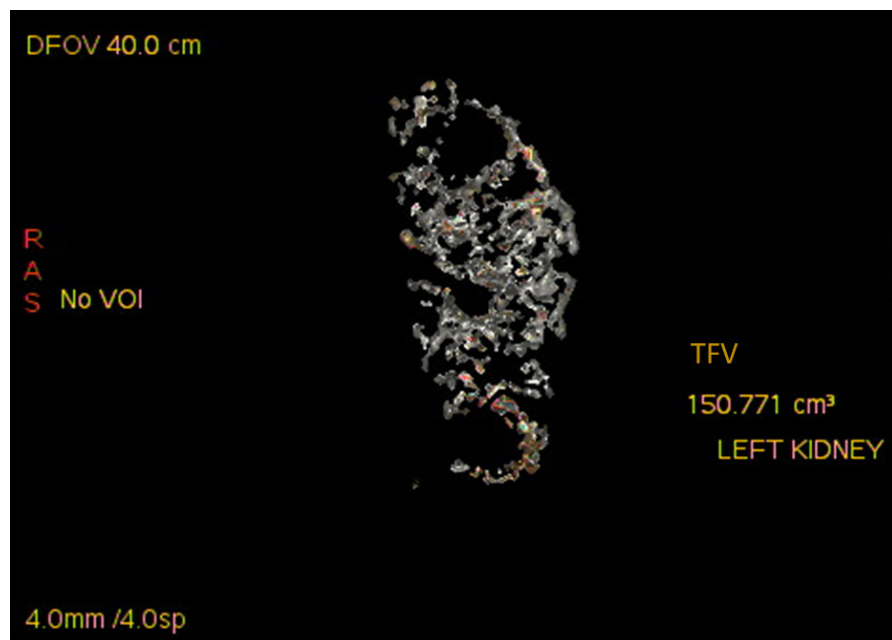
Pattern RM 3 Tesla. Mappa colorimetrica Late Enhancement e ricostruzione 3D del volume fibrotico del rene destro (126.969 cm^3) e sinistro (150.771 cm^3) in paziente ADPKD, donna, 30 anni. eGFR (CKD-EPI) 98 ml/min .
